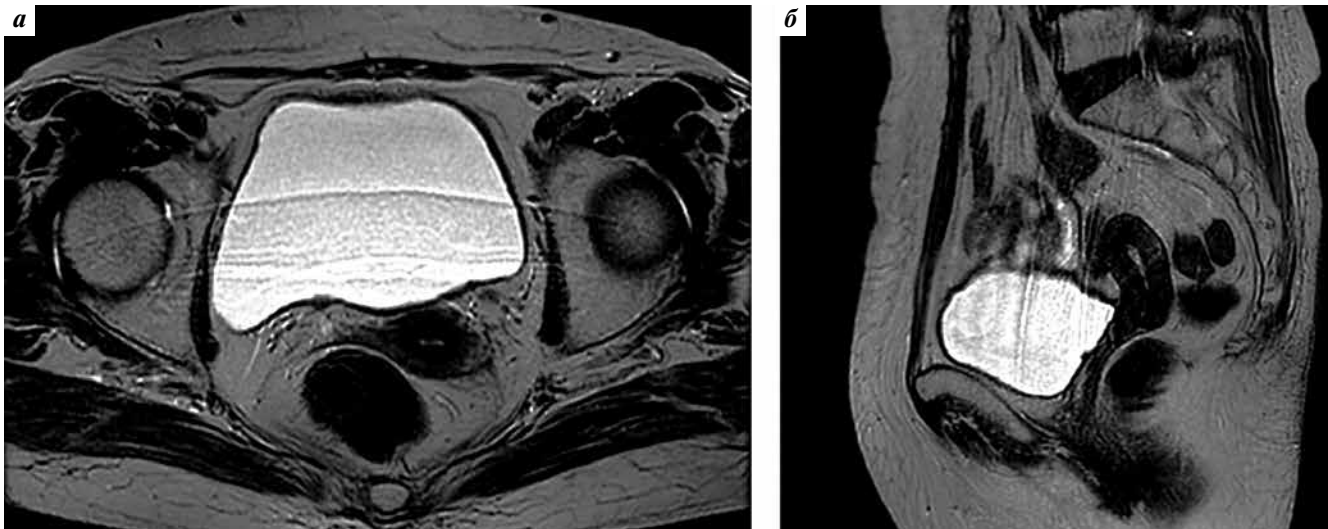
Томограммы органов малого таза после завершения лекарственной терапии. Полный ответ опухоли: а – аксиальная плоскость T2-взвешенных изображений (ВИ); б – сагиттальная плоскость T2-ВИ
